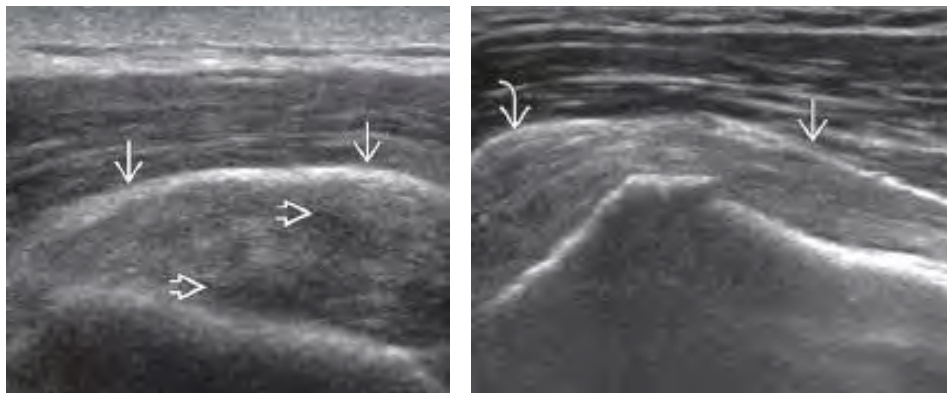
Tendinosis y comparación con ecografía normal a nivel del tendón del infraespinoso.
